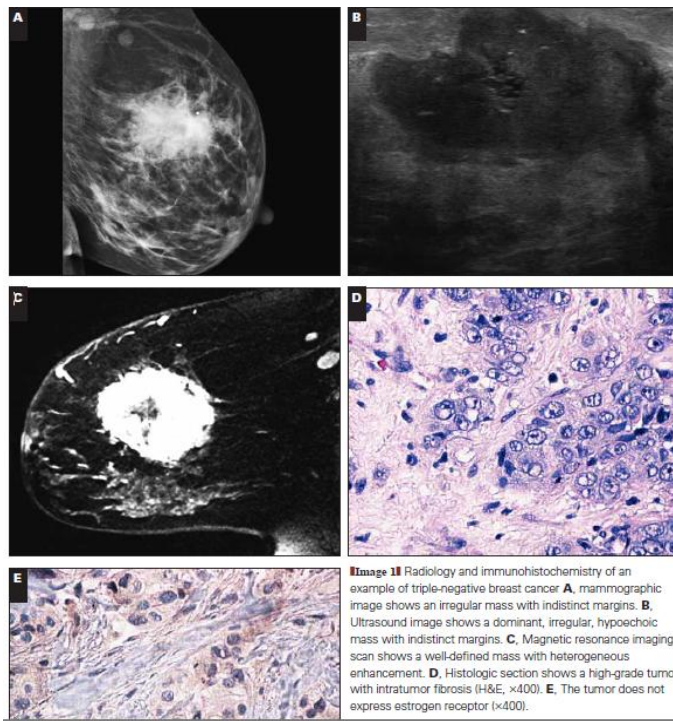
Radiología de paciente con cáncer de mama triple negativo a) mastografía con masa irregular con márgenes indefinidos. b) Imagen de ultrasonido que muestra una masa irregular hipoeoica. c) Resonancia magnetica que muestra con reforzamiento heterogéneo y una masa bien definida. D) Corte histológico que muestra un tumor de alto grado con fibrosis intratumoral.
